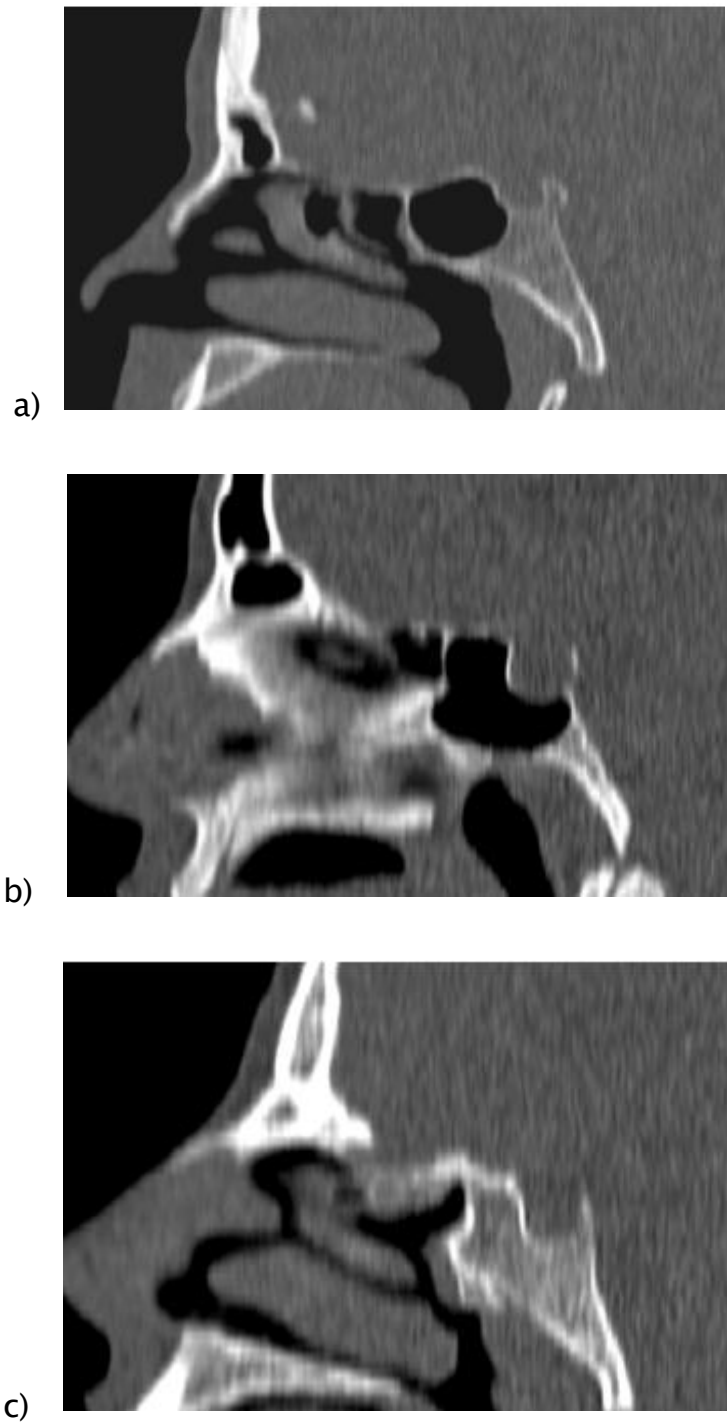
TDM des sinus coupe sagittale des trois classifications majeures de la pneumatisation sphénoïdal. sellaïre (a) ; presellaïre (b) ; conchal (c). [16]
